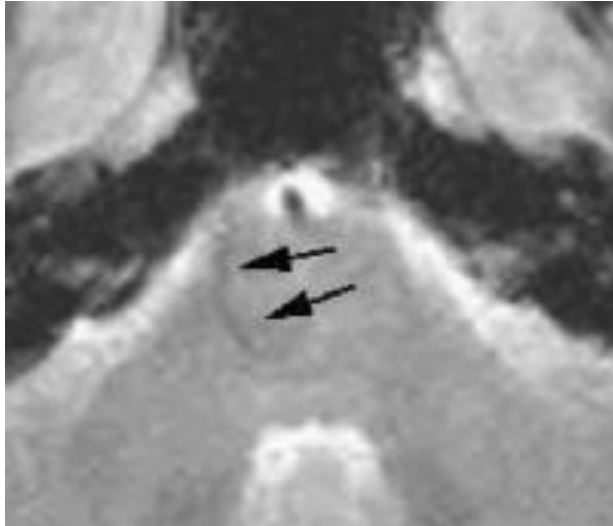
FLAIR ακολουθία δείχνει κάποια τεχνητή αύξηση της έντασης σήματος εντός του αγγείου, στοιχείο που μας βοηθάει στην ανίχνευση ενός DVA σε μελέτες χωρίς σκιαγραφικό.
